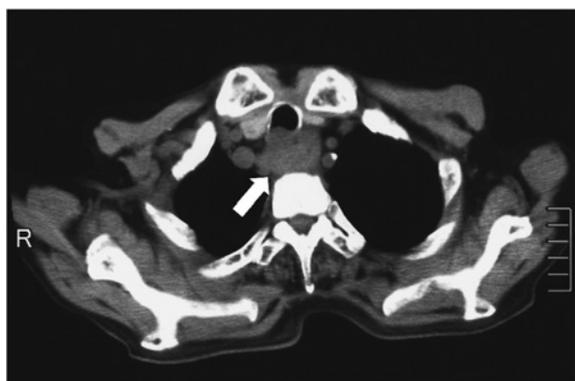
入院時 CT 検査所見. 胸部上部食道から主気管に浸潤する腫瘍像 (矢印) を認める.
